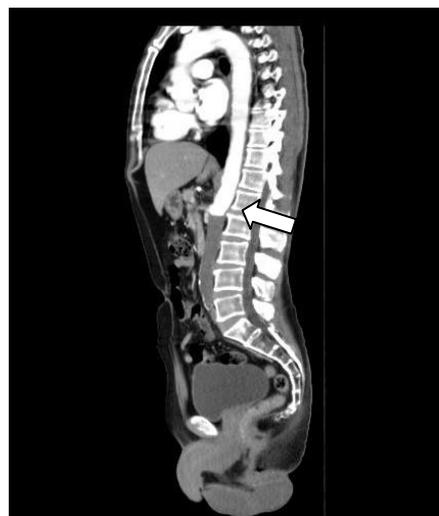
Angiotomografia de abdome superior/inferior. A seta aponta a oclusão ao nível da aorta infrarrenal.
